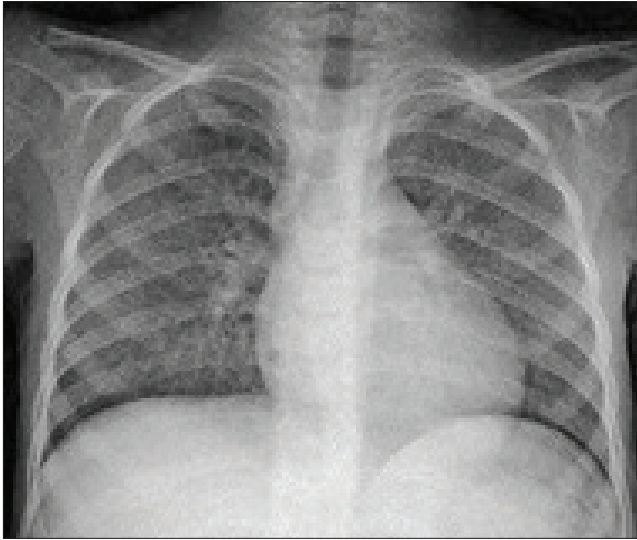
(İlk PA Akciğer Grafisi): Bilateral pnömonik opasiteler.
